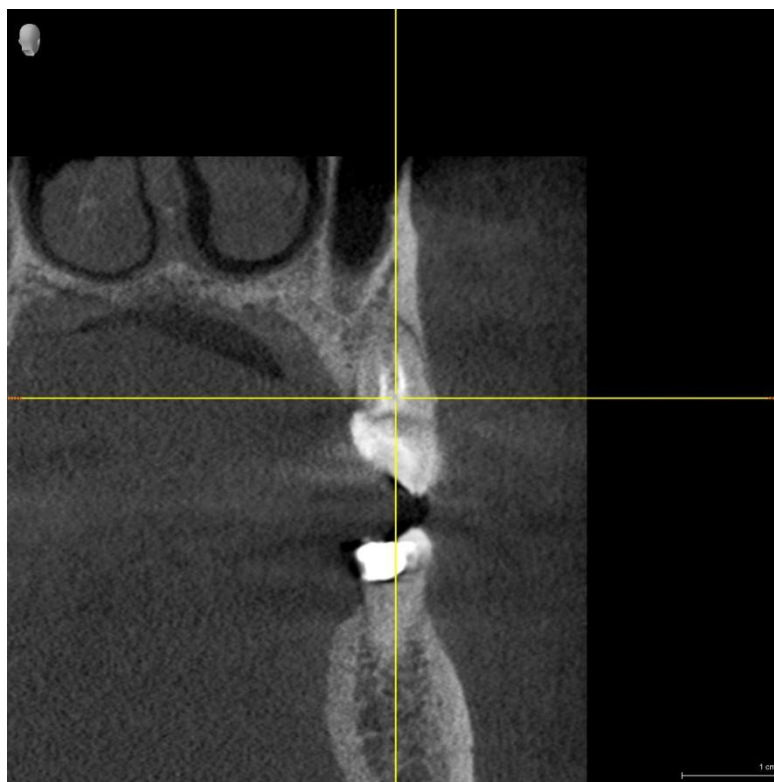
RTG zuba 14 na kojem se vidi fraktura palatinalnog dijela
